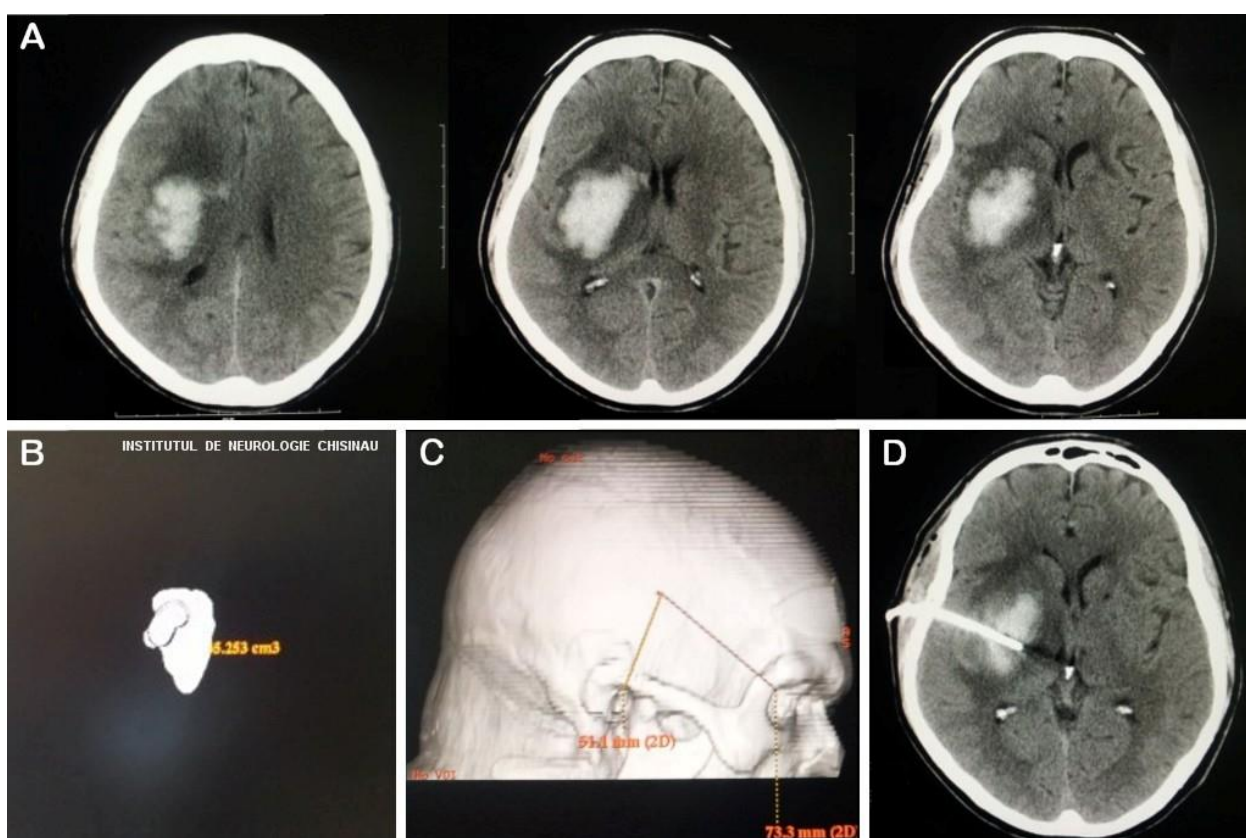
Detalii obținute cu ajutorul CT cerebral. A – imagini preoperatorii relevând un hematom supratentorial pe dreapta și modificările cerebrale adiacente, B - estimarea formei și volumului hematomului, C - calculul computerizat al traseului pentru accesarea hematomului cu remodelarea tridimensională a suprafeței craniului și corelarea cu reperele anatomice externe, D – imagine postoperator confirmând poziția cateterului și efectul terapeutic.
